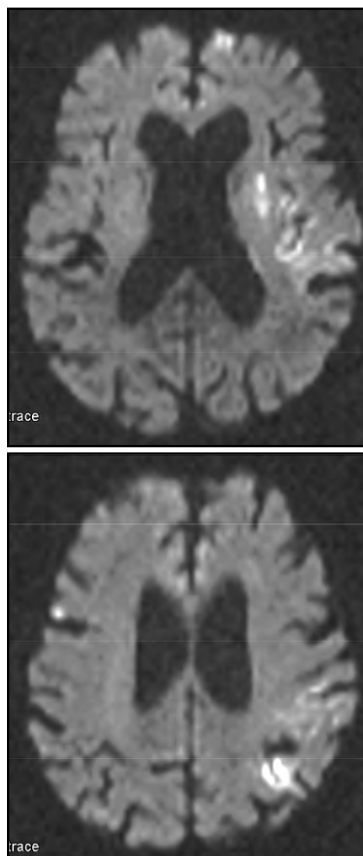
МРТ головного мозга на 6-е сутки после ОНМК. Видны зоны геморрагического инсульта в коре извилин левой височной и теменной долей
